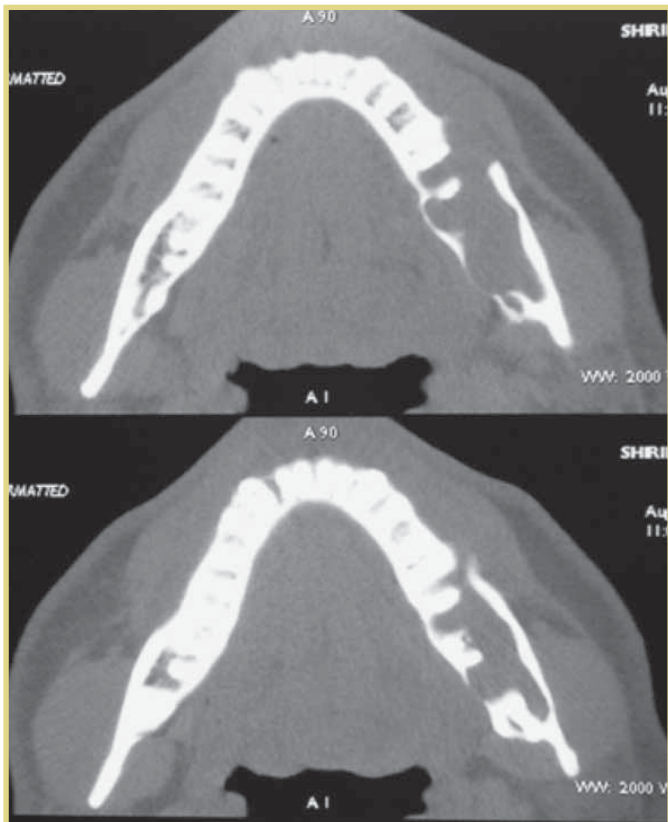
Пациент Ш. КТ НЧ
